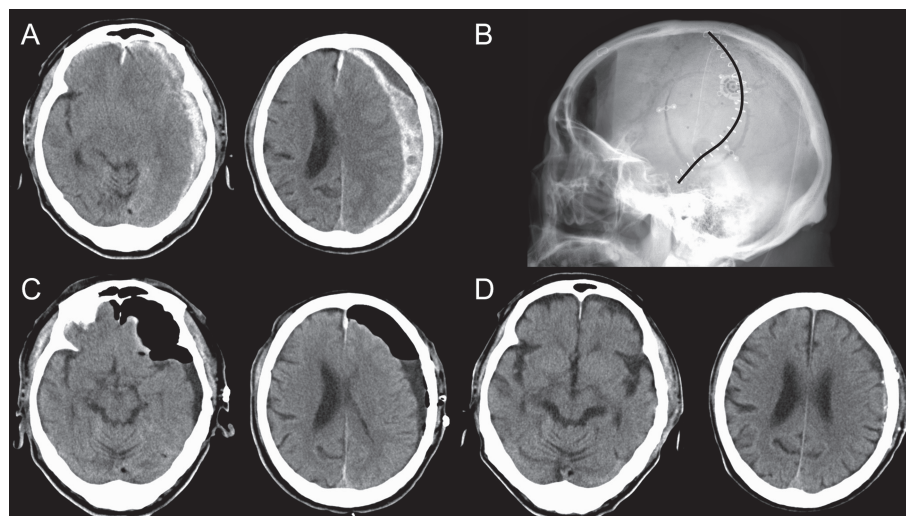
Images of a representative patient, Case 17. Preoperative CT images of the head when the patient presented with impaired consciousness shows a left acute subdural hematoma with midline shift. (A) Lateral view of the head X-ray after the hematoma removal surgery. *Black line*: the skin incision line. The size of the limited craniotomy was 64 mm × 57 mm. (B) CT images of the patient's head just after the hematoma removal surgery; the hematoma was successfully removed. (C) CT images of the head just before the patient's transfer to a rehabilitation hospital, showing no subdural hematoma and no abnormal findings in the brain parenchyma (D).
